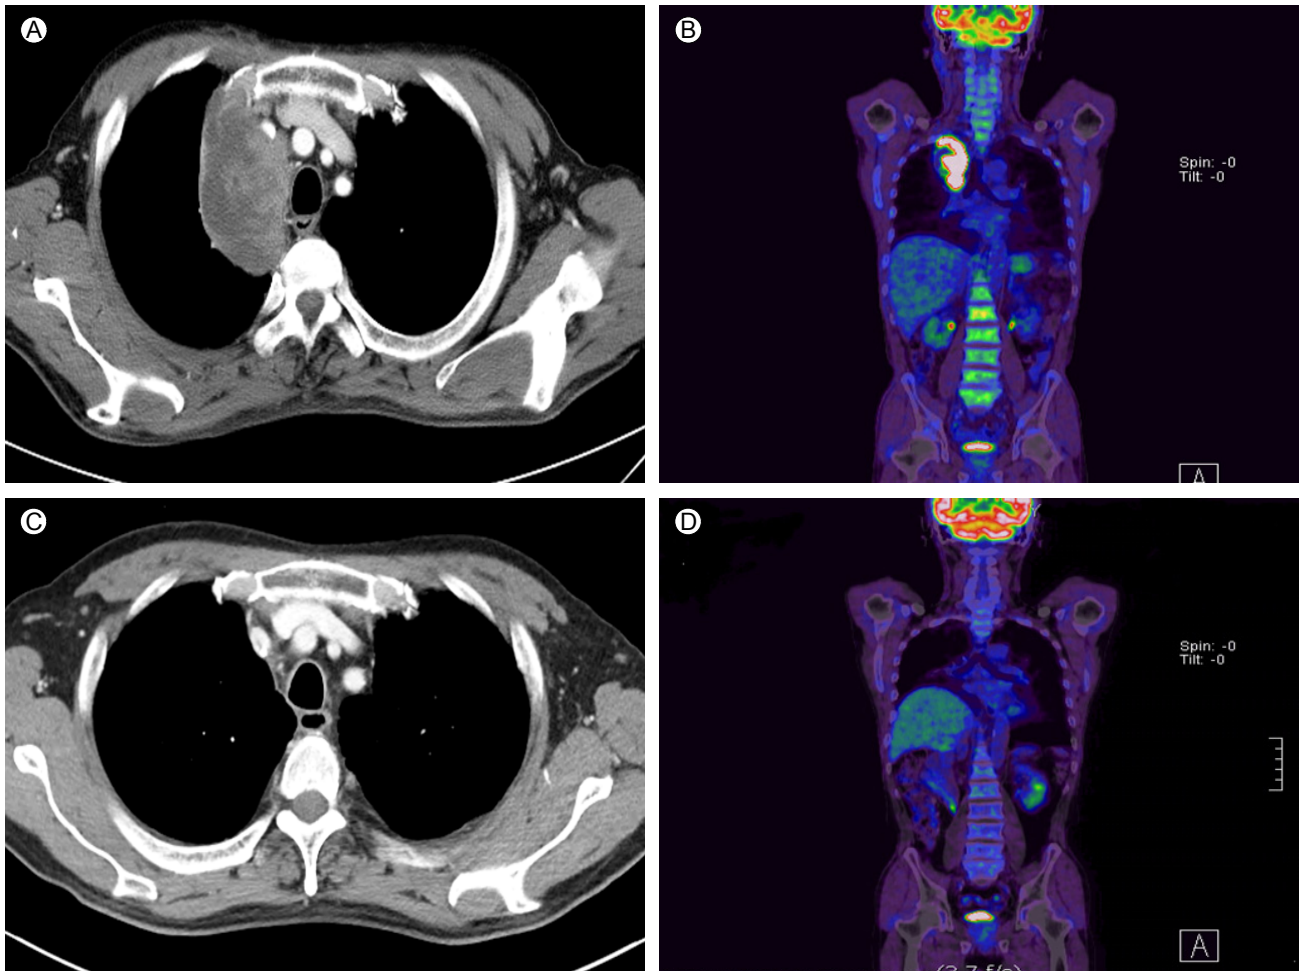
(A) Preoperative CT scan of the chest showing a well defined 11 × 6-cm heterogeneous mediastinal mass in the right mediastinum. (B) Preoperative PET-CT showed an FDG-avid right mediastinal mass. (C) A chest CT-scan performed after removal of the mass and four cycles of treatment with etoposide, cisplatin, and bleomycin. (D) FDG PET-CT after surgery and four cycles of BEP chemotherapy.
